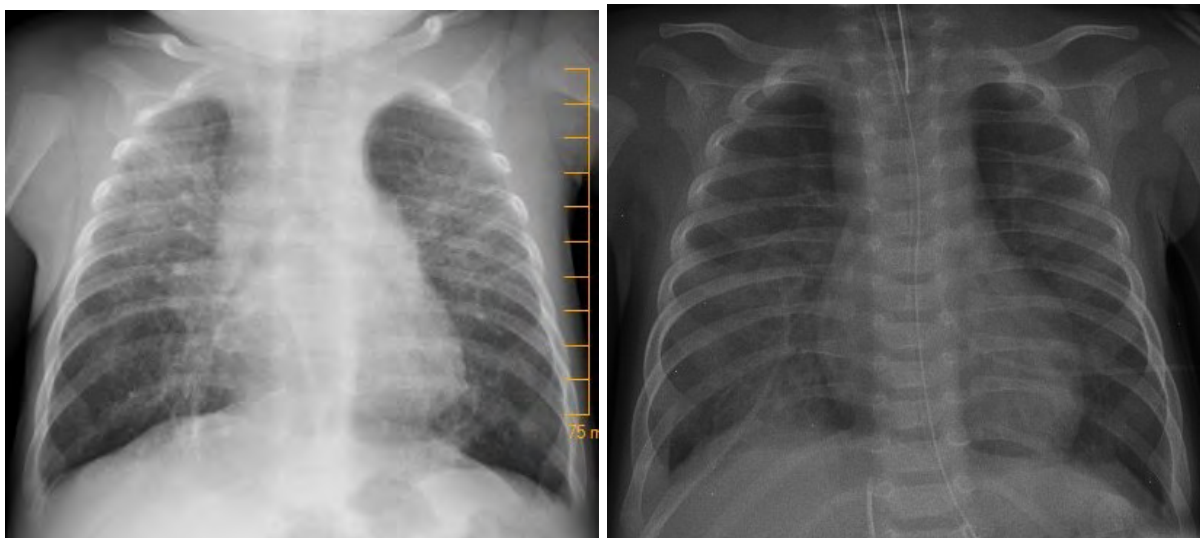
radiographies du patient n°7 et n°8 avec syndrome interstitiel bilatéral
